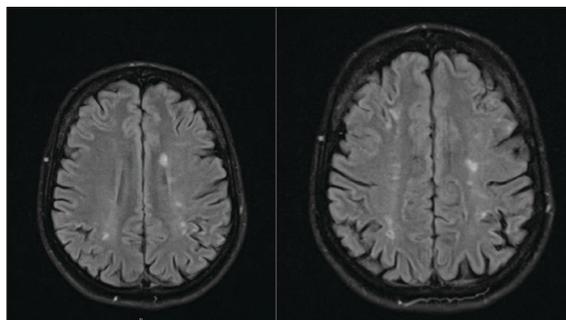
RM CE (sequência FLAIR): Múltiplos enfartes crônicos corticais fronto-parietais e ao longo dos centros semi-ovais, bilateralmente, em território terminal e fronteira das artérias carótidas internas.
